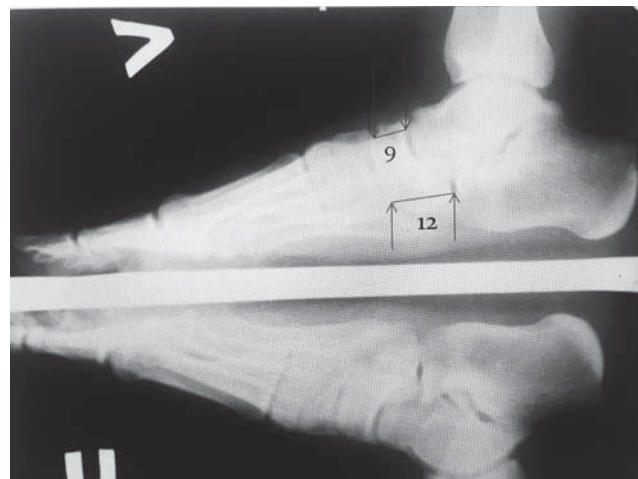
Рентгенологические снимки стопы с ригидной формой продольного плоскостопия в боковой проекции
